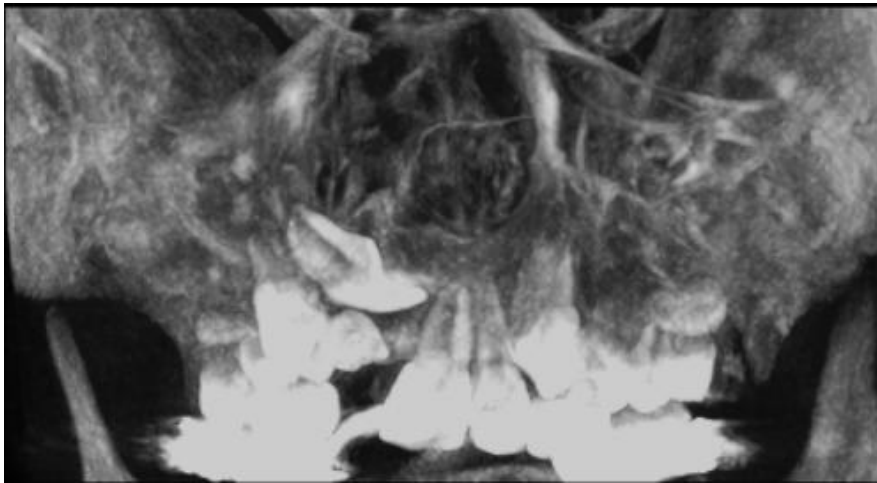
Tomografía Computarizada (Cone Beam). Corte coronal de maxila superior donde se aprecia la dilaceración del diente central superior derecho. Fuente propia.
